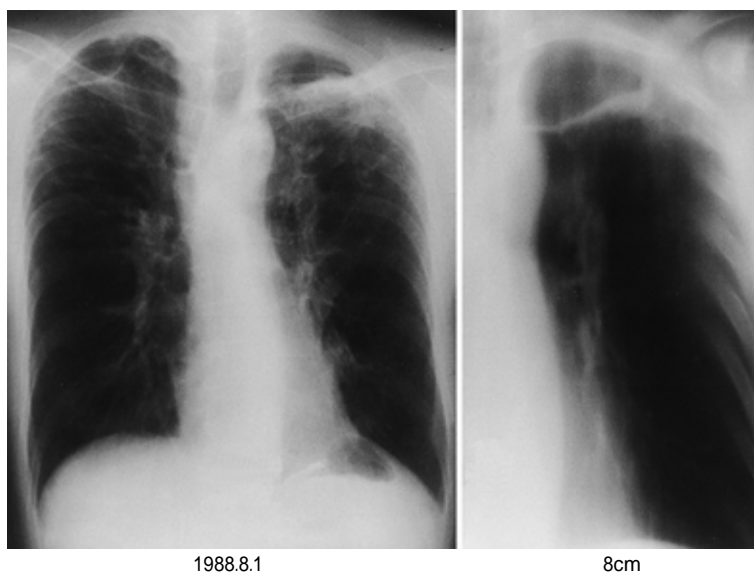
Chest X-ray film and tomography obtained after percutaneous drainage, showing that the fluid had disappeared and that the bulla had shrunk.
